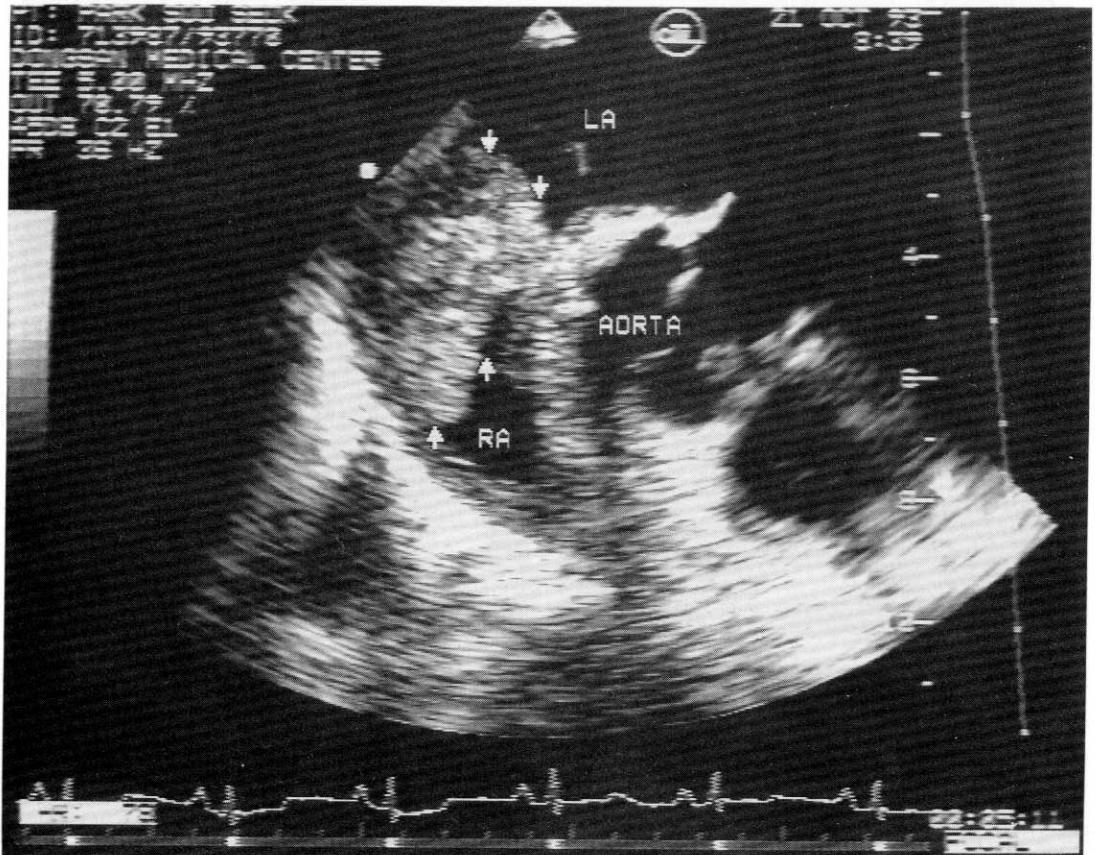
Horizontal view of transesophageal echocardiography showing hyperechogenic mass(arrow) in right atrium(Angiosarcoma).
